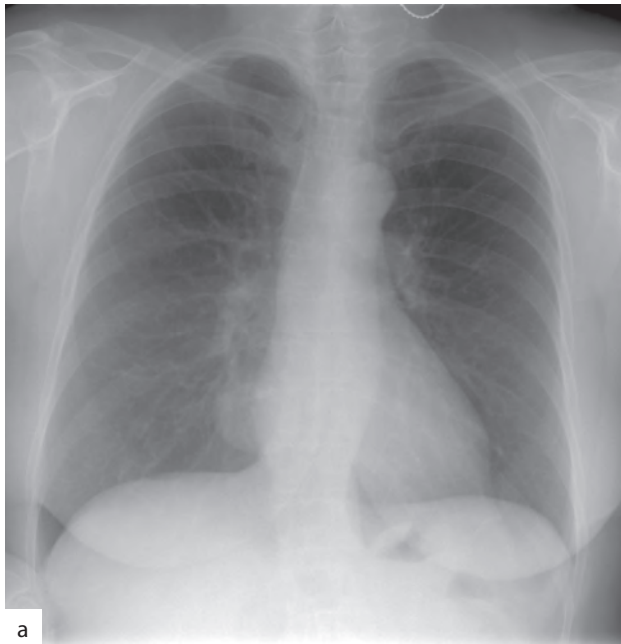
Компьютерная томография высокого разрешения при одиночном округлом образовании в легком. На рентгенограммах в прямой (а) и боковой (б) проекциях определяется округлое образование в нижней доле правого легкого. При КТВР (в) образование имеет ровные четкие контуры, включения кальция. При нативном КТ-исследовании (г) большую часть образования составляют жировые включения. КТ-картина типична для гамартомы
